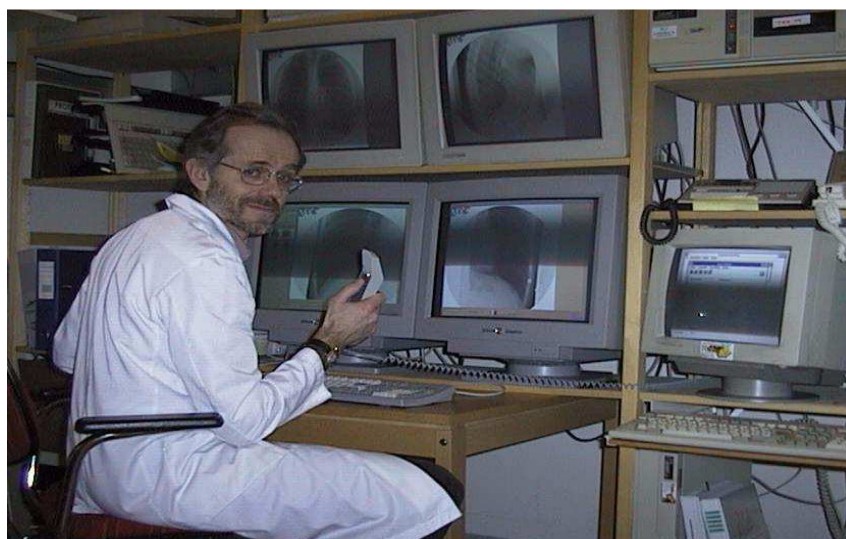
Доктор Стермер анализирует рентгеновские снимки (Фото: UNN)
